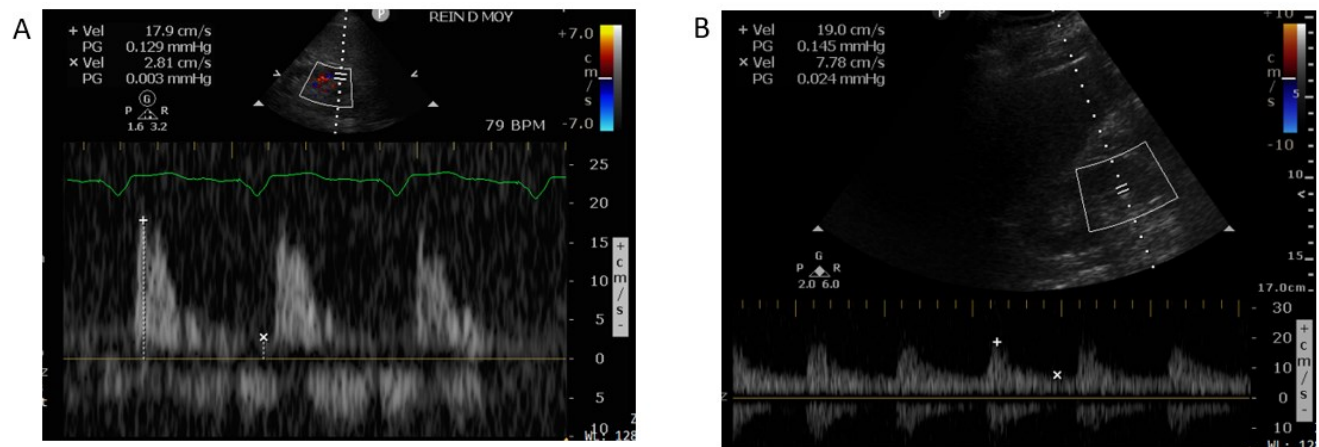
Difficultés dans l'interprétation des tracés Doppler veineux intrarénaux
